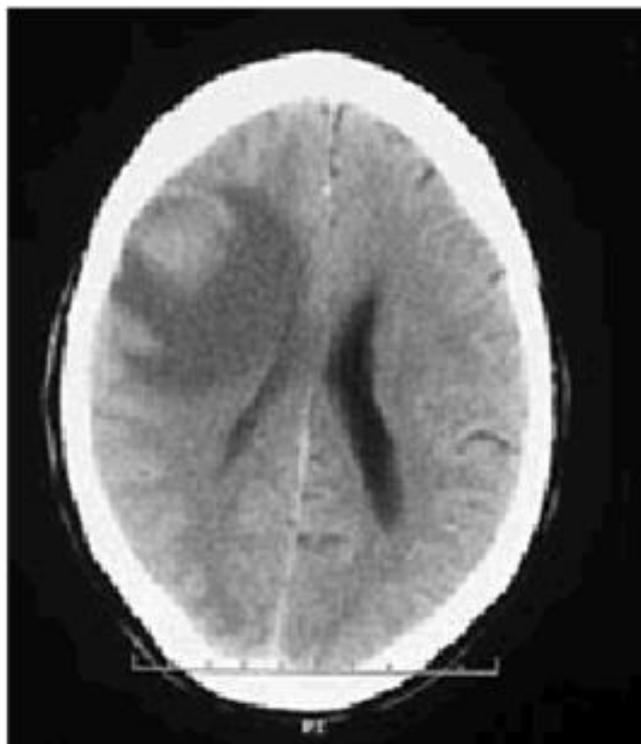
Corte axial de TC se identifica una lesión periférica hipertensa con acusado de un vasogenico secundario.
